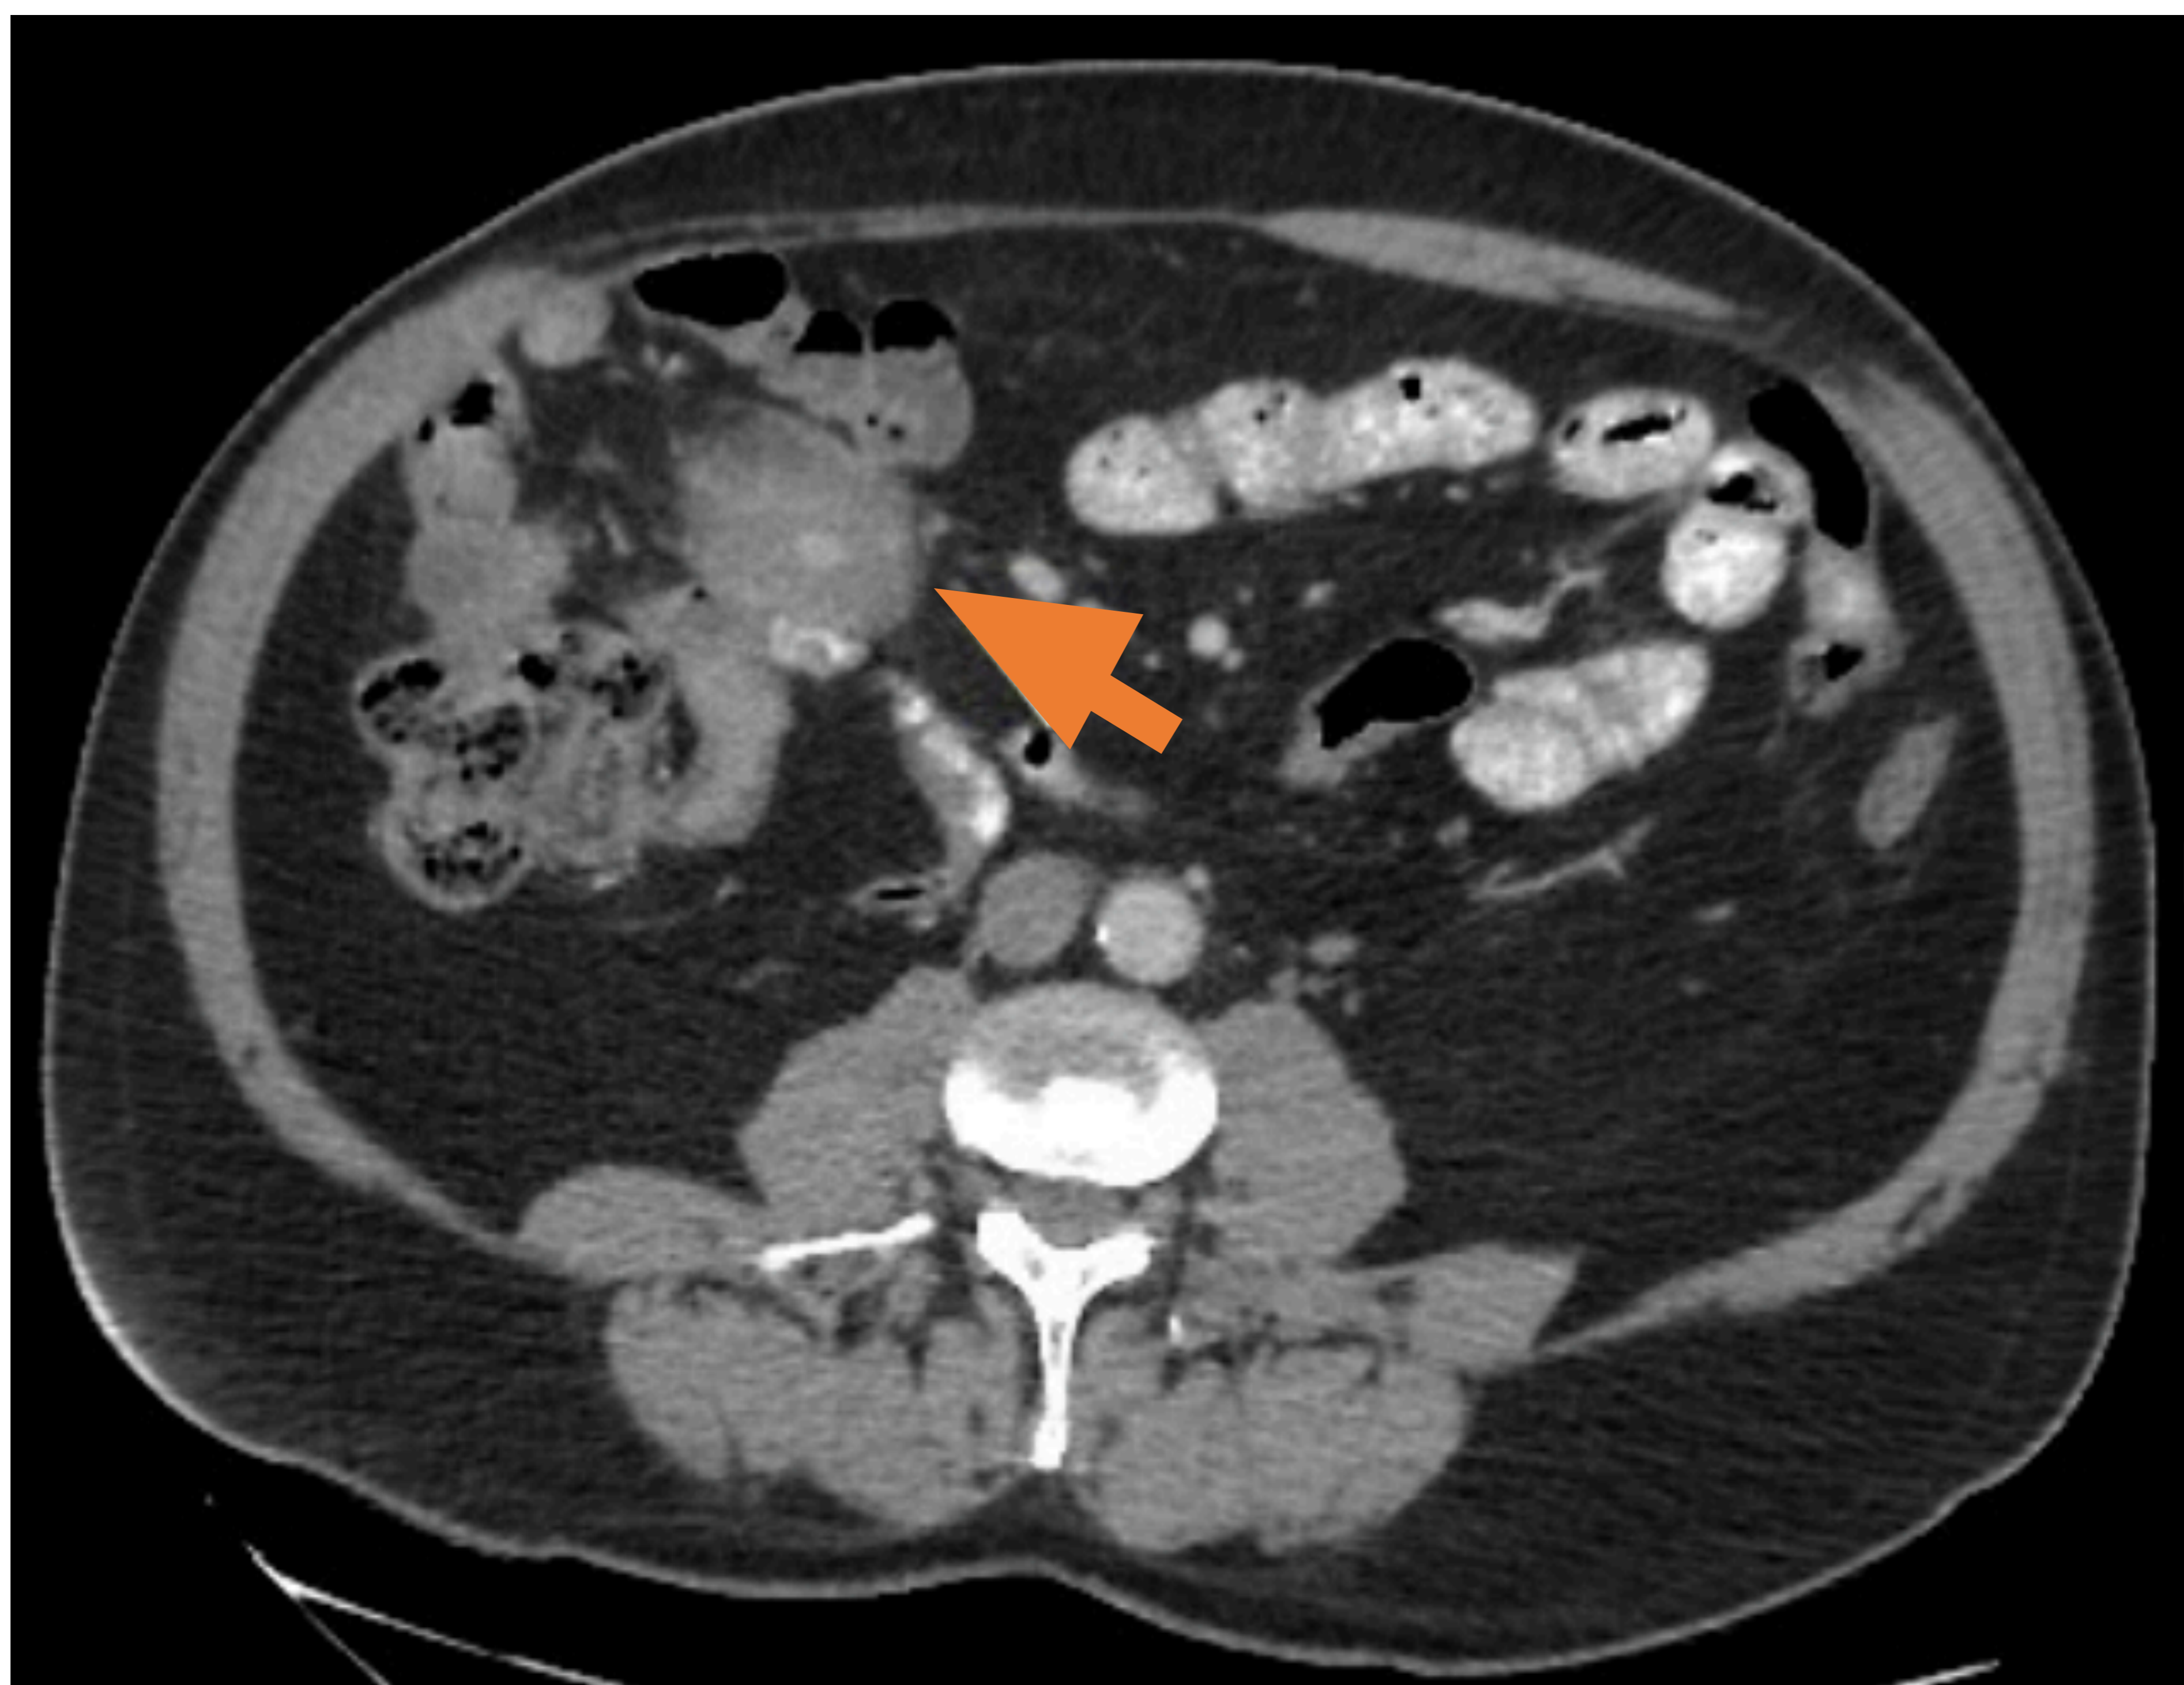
Paciente que se realiza TC abdomino-pélvico en contexto de anemia grave y en el cual se identifica una lesión en el espesor del tejido graso mesentérico de flanco derecho. Se localiza entre asas ileales, presenta morfología irregular y bordes borrosos y tiene unas medidas de 4 x 5 x 5.6 cm en sus ejes anteroposterior, transverso y cráneo-caudal respectivamente. Muestra densidad heterogénea correspondientes a tejido blando (en torno a 50-52UH) y podemos ver vasos mesentéricos a través de la misma. Contacta con asas ileales, aunque no impresiona condicionar efecto de tracción ni infiltración sobre ellas. Se observan adenopatías perilesionales.
